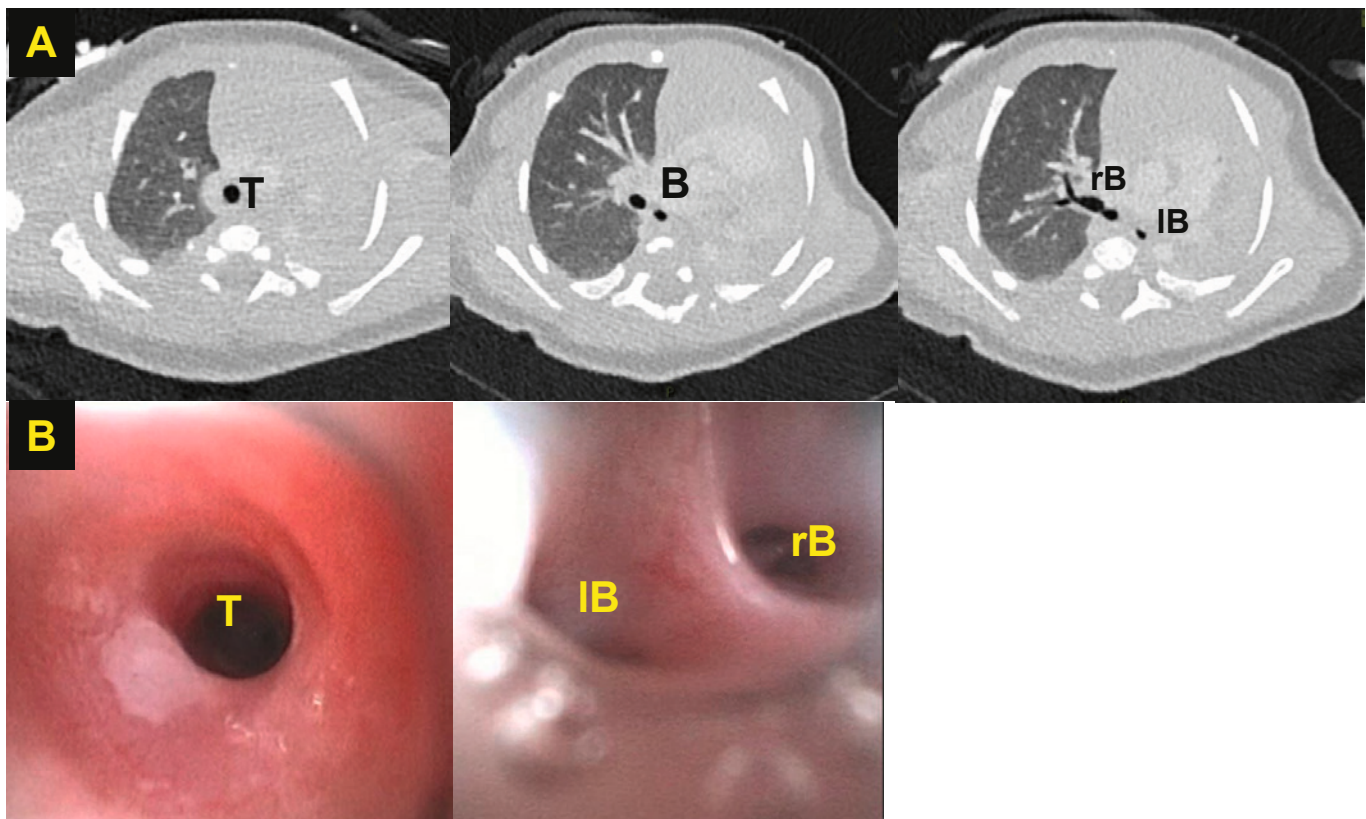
(A) CT-Serie mit Lungenagenesie links. Trachea (T) mit Bifurkation in rechten Hauptbronchus (rB) und hypoplastischem linkem Hauptbronchus (IB). (B) Bronchoskopie von der Trachea (T) bis zur Carina. Auch hier sieht man den hypoplastischen (nicht durchgängigen) linken Hauptbronchus (IB).
